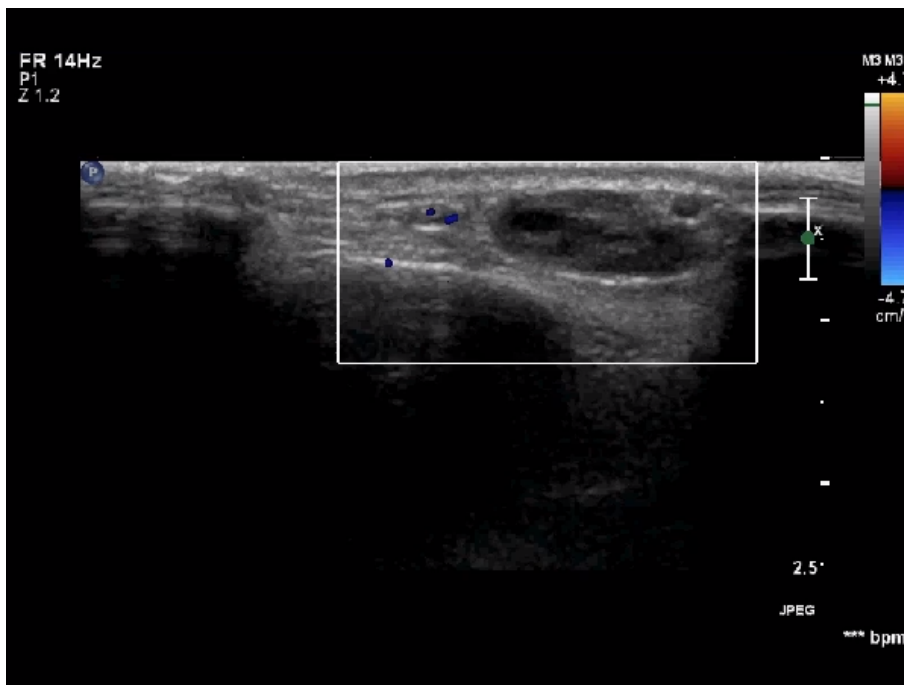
Doppler pulsado junto à lesão palpável
